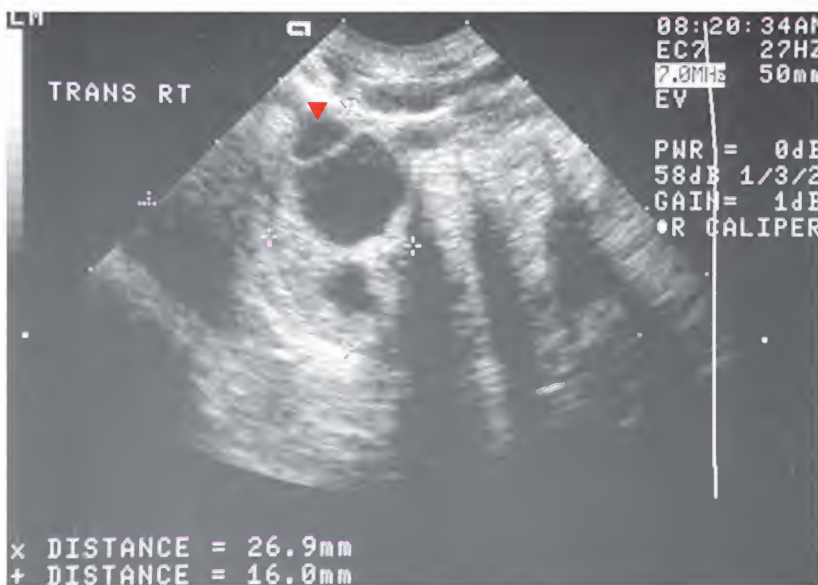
Embarazo ectópico, ecografía
